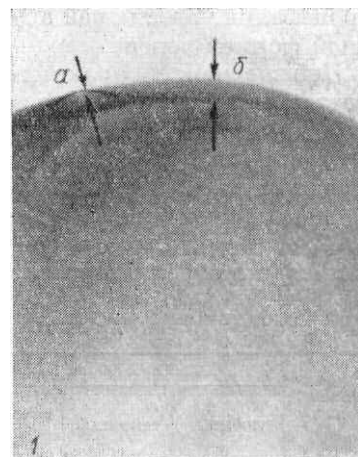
Фрагменты рентгенограмм черепа в боковой проекции. Варианты толщины и структуры крыши черепа.
